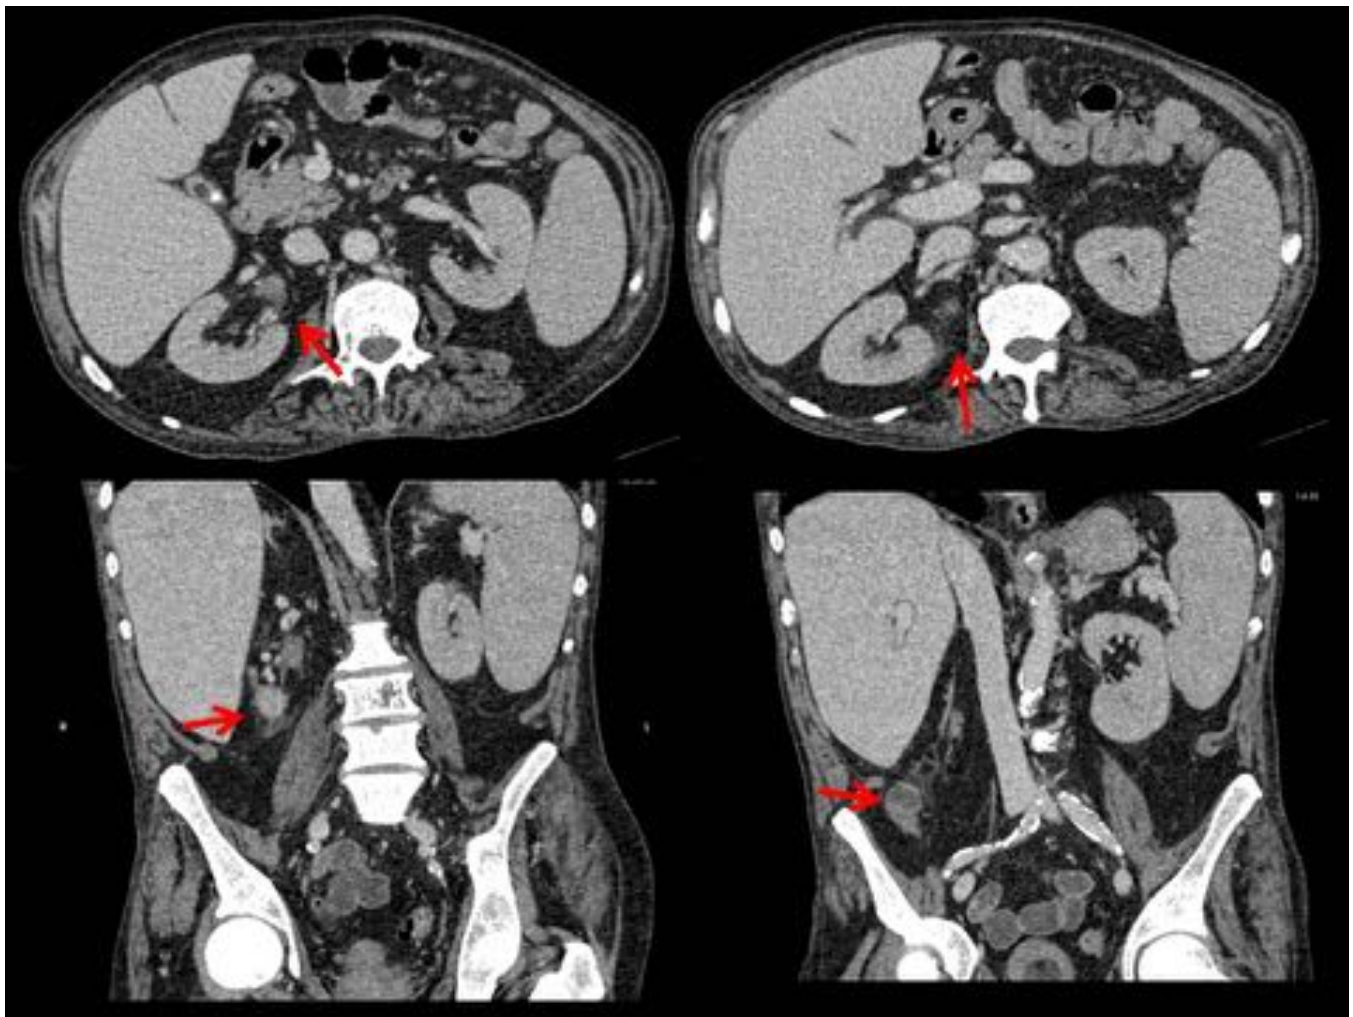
Paciente afecto de osteomielifibrosis y aparición de múltiples imágenes nodulares de partes blandas (flechas rojas) localizadas en el espacio perirenal y pararenal posterior derecho con discreto realce post-contraste, algunas de ellas con un realce heterogéneo. Al mismo paciente, se le realizó posteriormente un TC y RM torácicas ante la sospecha de hematopoiésis extramedular (pancitopenia con analítica de Hb 6.6, leucocitos 3.800, plaquetas de 84.000). Nótese la importante esplenomegalia.
